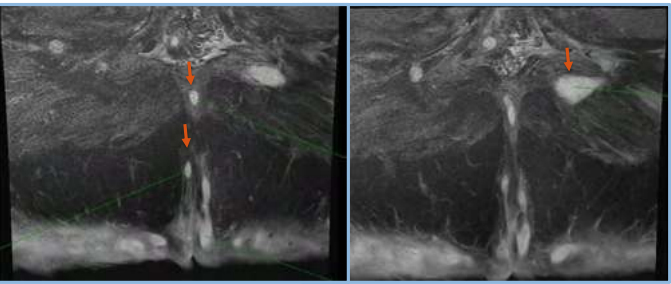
RM de partes blandas de la región glútea que muestra múltiples trayectos fistulosos con contenido líquido y absceso en piriforme (marcados con flecha naranja).
